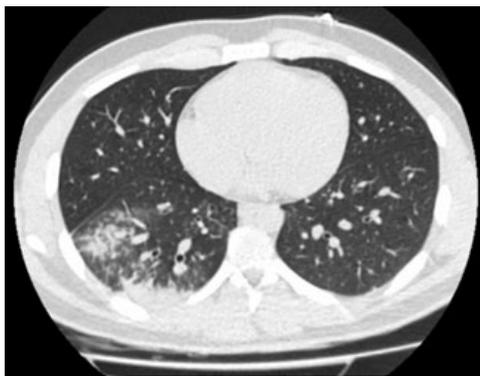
Данные КТ грудной клетки пациентки.
